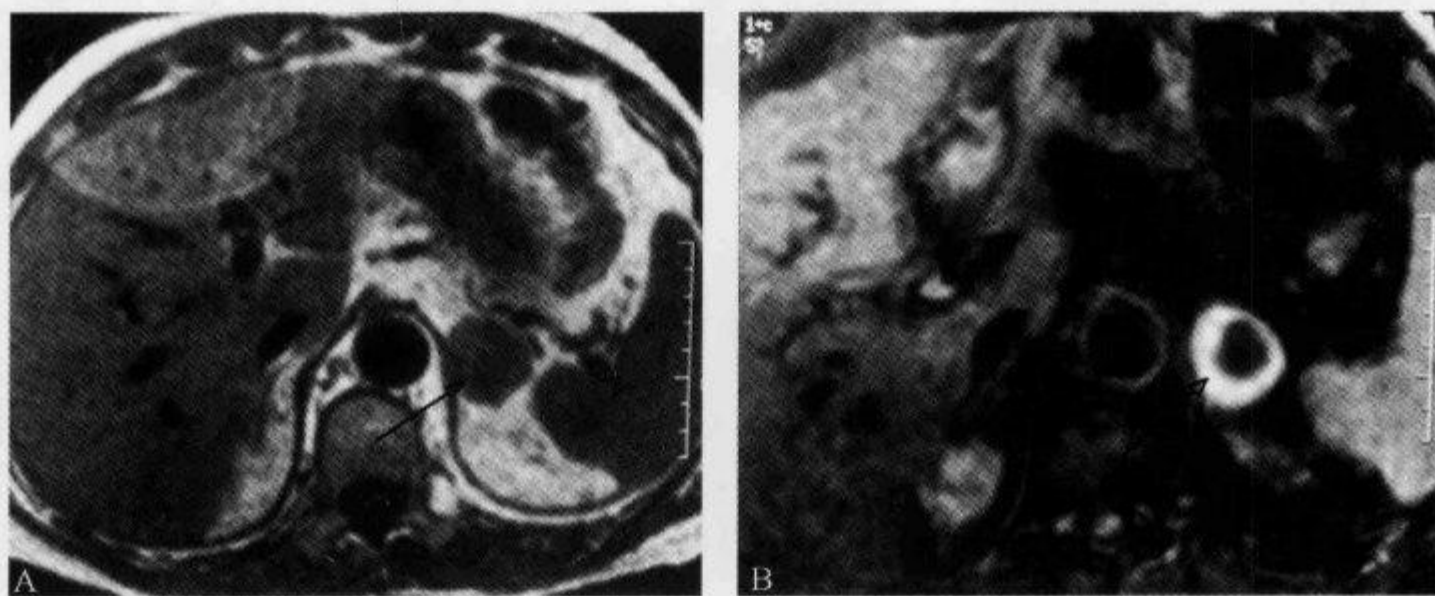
左侧肾上腺腺瘤, MRI 示“高信号边缘征”
